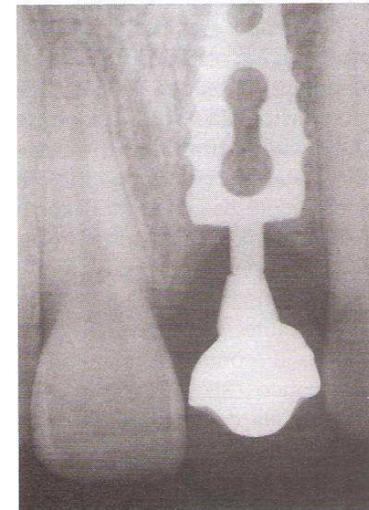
Esame radiografico
